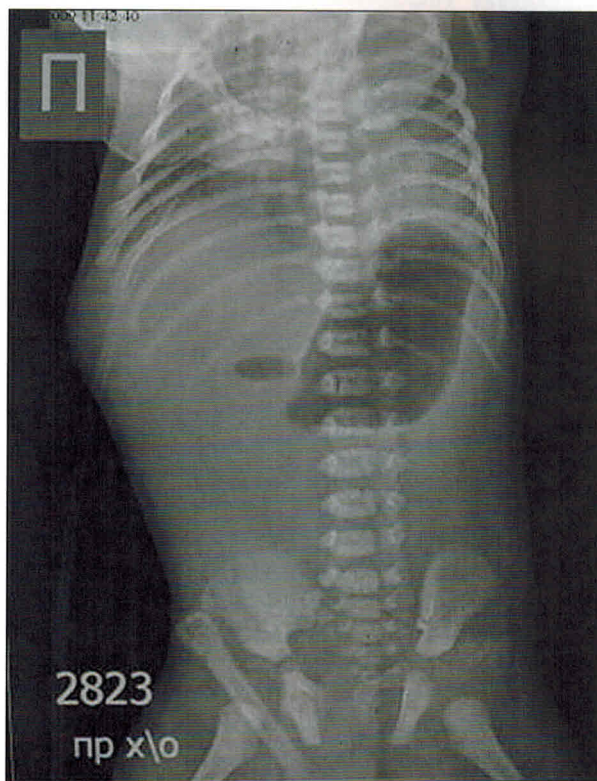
Обзорная рентгенограмма брюшной полости: два уровня жидкости, соответствующие желудку и дилатированной двенадцатиперстной кишке, отсутствие газонаполнения петель кишечника
